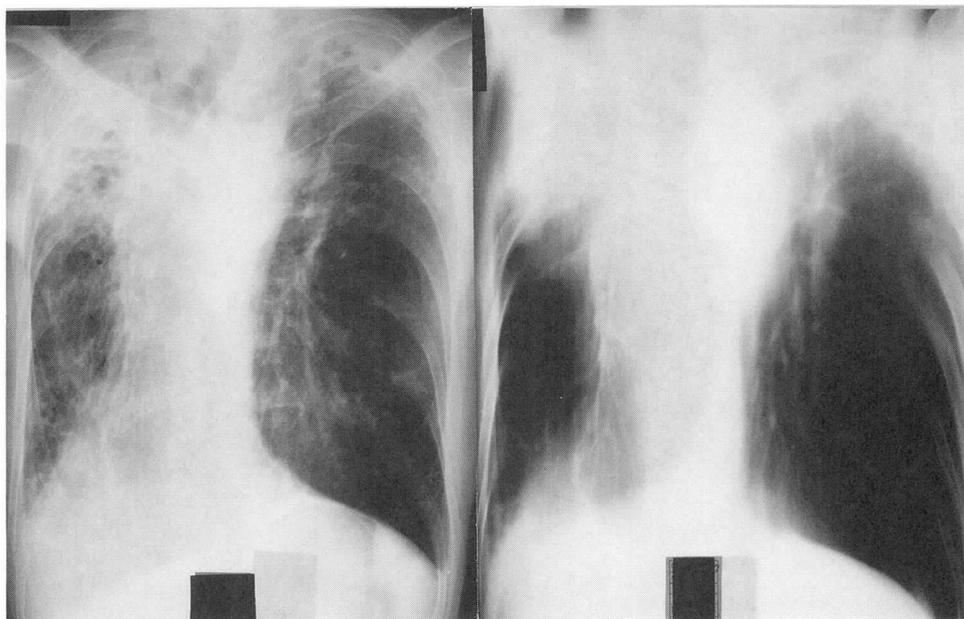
Chest Roentgenogram (left) and Tomogram (right) on Admission
